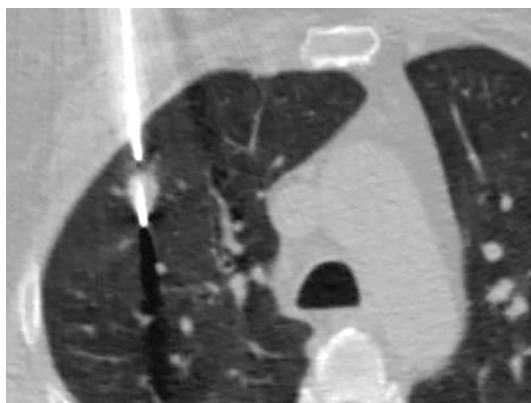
Трансторакальна біопсія периферичного карциноїду верхньої частки правої легені під КТ-контролем.
